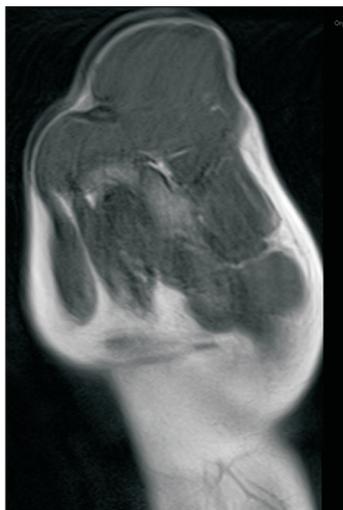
МРТ-исследование, Т1-ВИ в сагиттальной проекции
